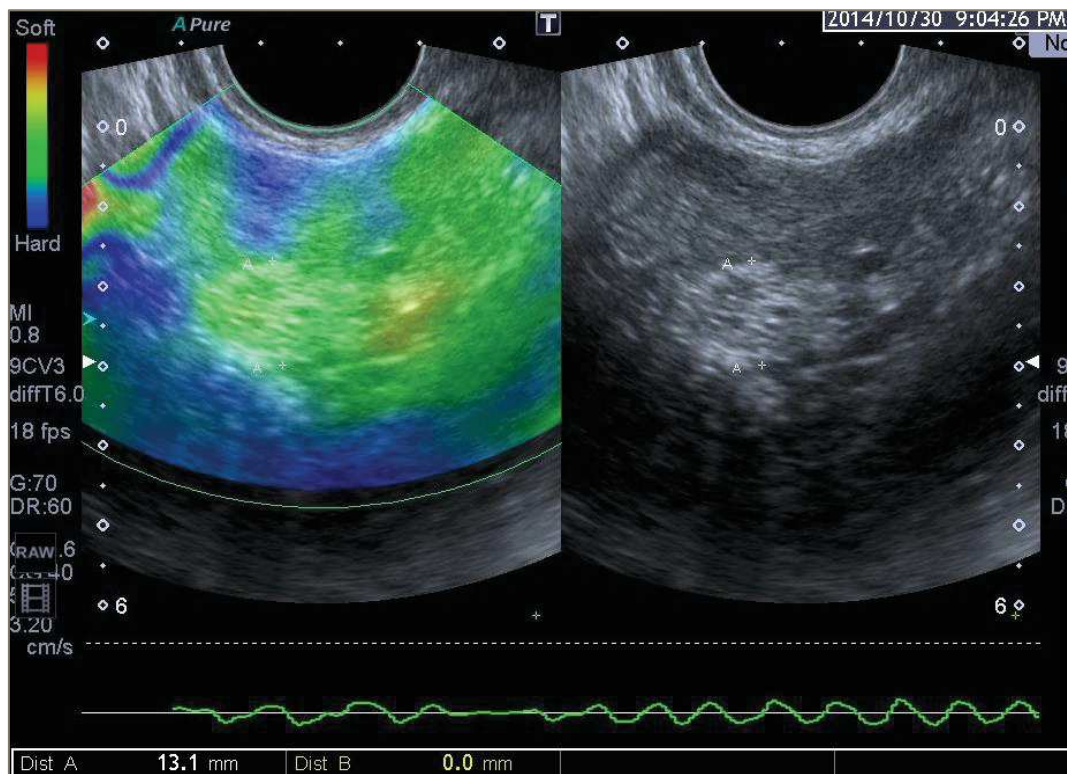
Obraz ultrasonograficzny oraz elastograficzny endometrium uzyskany na aparacie Medison Accuvix V 10 u pacjentki z polipem endometrialnym, Indeks Elastograficzny (EI- Elastography Index – 4).
